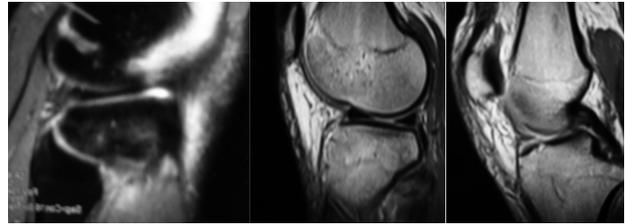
L'IRM confirme la réduction (A) et élimine une lésion ménisco-ligamentaire (B, C)
